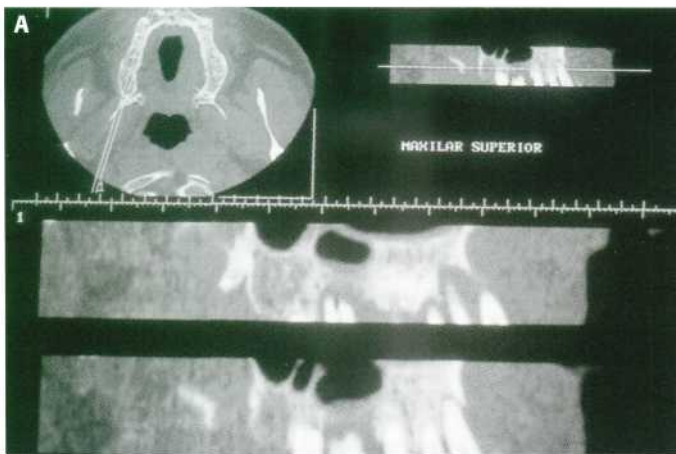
Tomografía computarizada. (A) Estudio del maxilar superior. (B) Reconstrucción tridimensional del maxilar superior.
